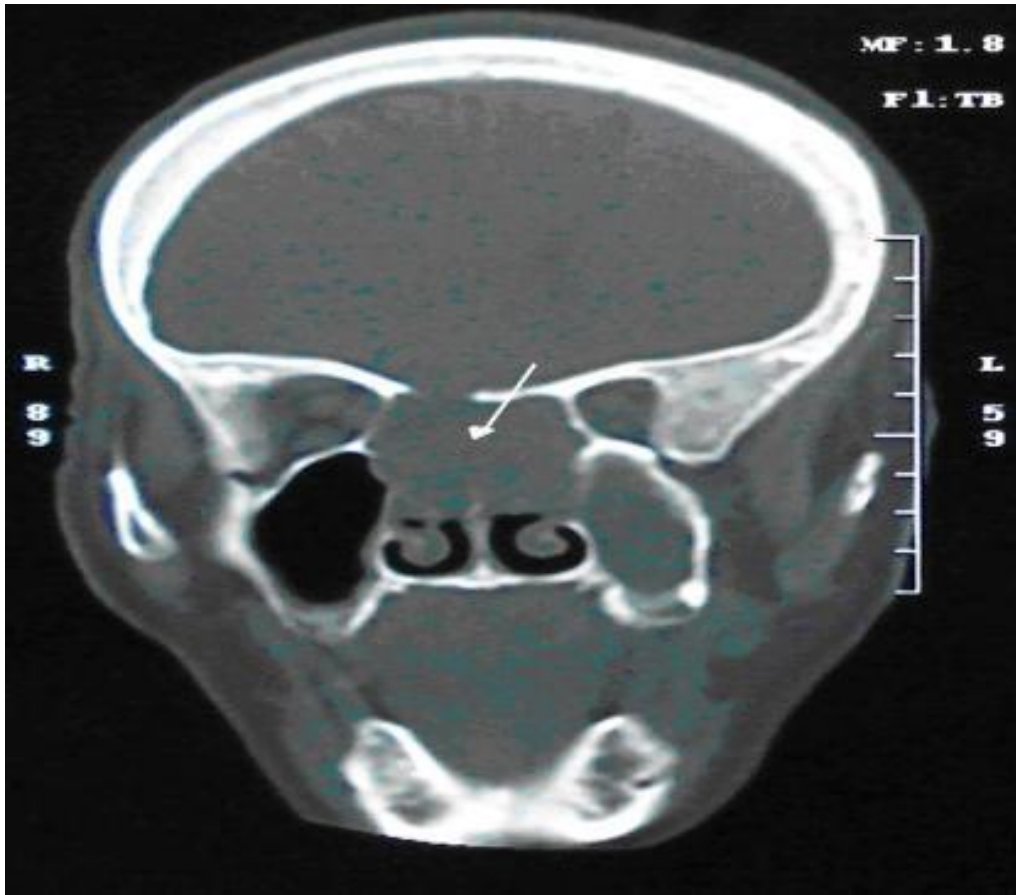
TDM faciale en coupe frontale montrant une mucocèle sphénoïdale avec extension endocrânienne et endonasale[41].
